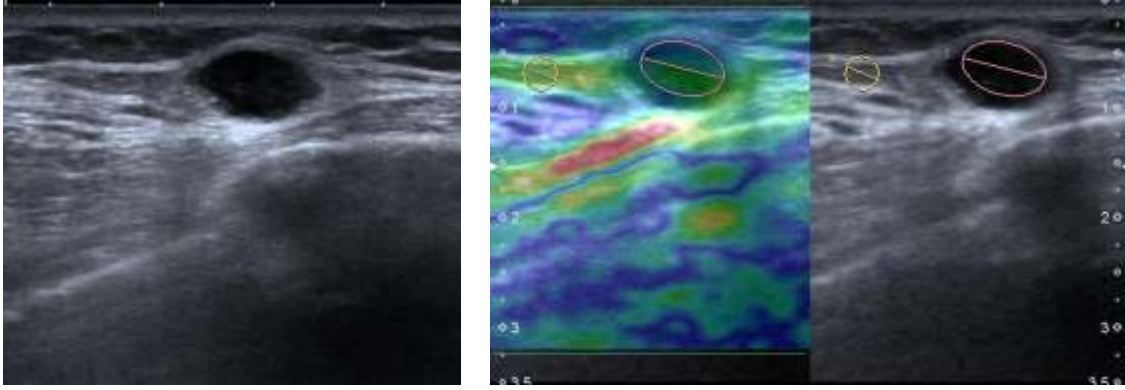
29 yaşında kadın hasta. (a) BI-RADS kategori 4b lezyon. (b) US elastografide Tsukuba skoru 3, strain ratio değeri 0,86. Histopatolojik tanı: Granüloamatöz mastit.
